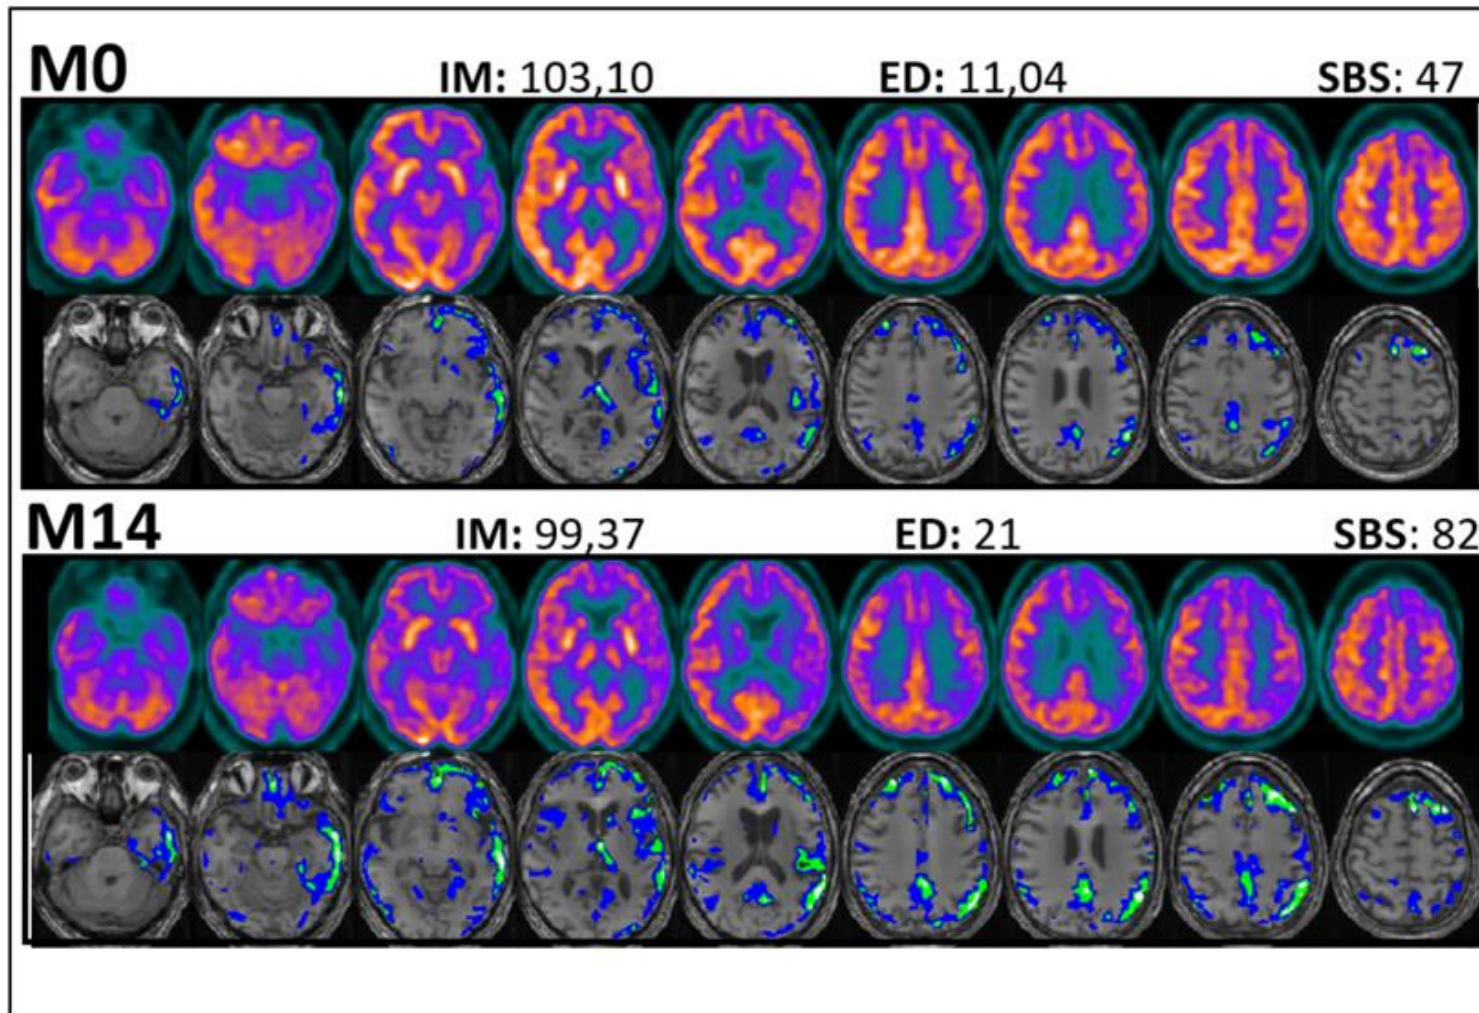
En el grupo superior de la imagen se muestra el PET normalizado con su RM y defecto en M0. En el siguiente grupo, se muestra el PET normalizado con su RM y defecto en M14.
